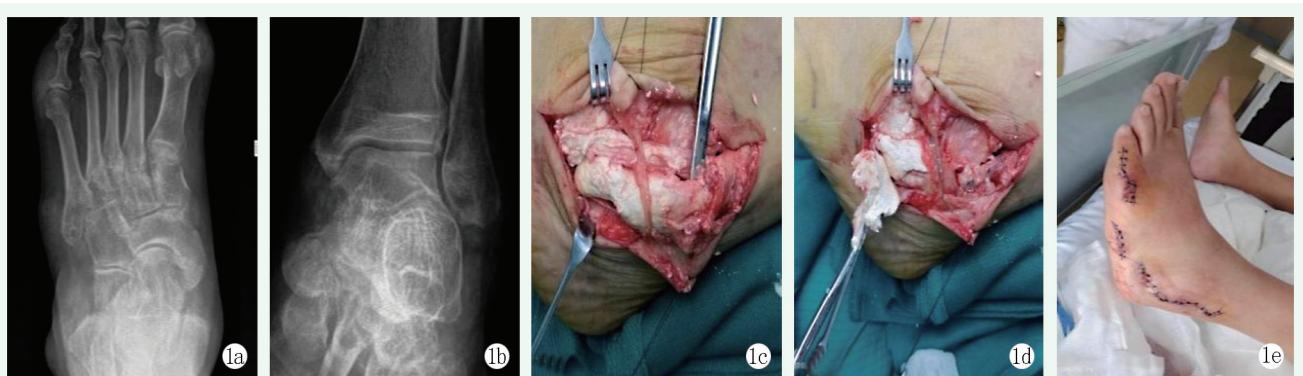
患者男性，42岁。1a, 1b: 术前X线片示左前足跖趾关节、趾骰关节、踝关节多发虫噬样骨破坏，隐约见痛风石高亮影；1c: 术中见皮下泥沙样痛风石；1d: 痛风石侵蚀腓骨长肌、腓骨短肌，影响肌腱功能；1e: 术后外观恢复正常，疼痛、活动受限缓解。
